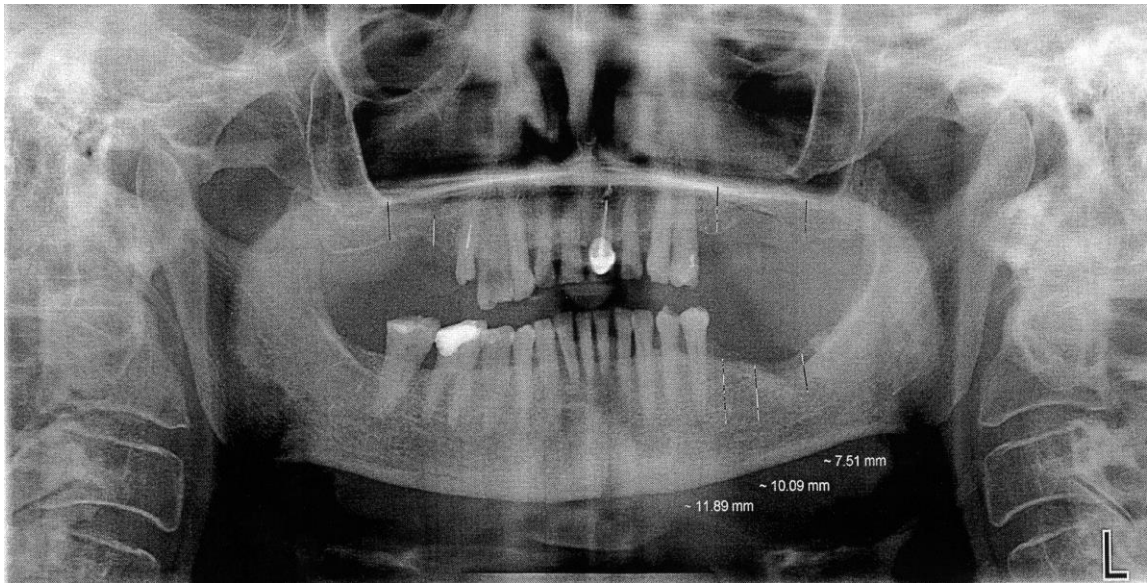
Ортопантомограма хворої Ш. (іст. хв. № 231) до лікування. Відмічається відсутність кортикальної пластинки, резорбція міжальвеолярних перегородок на 1/3–1/2 довжини коренів зубів, помірно виражені остеопороз та розширення періодонтальних щілин
